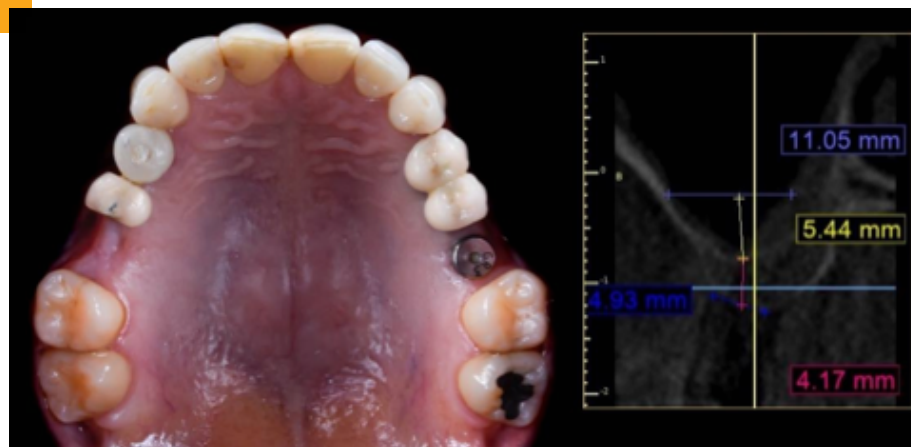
Fotografía Oclusal intraoral inicial. Atrofia horizontal y vertical zona diente 1.6. Se solicita CBCT para planificación reversa mediante encerado diagnóstico. Zona diente 1.5 rehabilitación implanto-asistida cementada.
